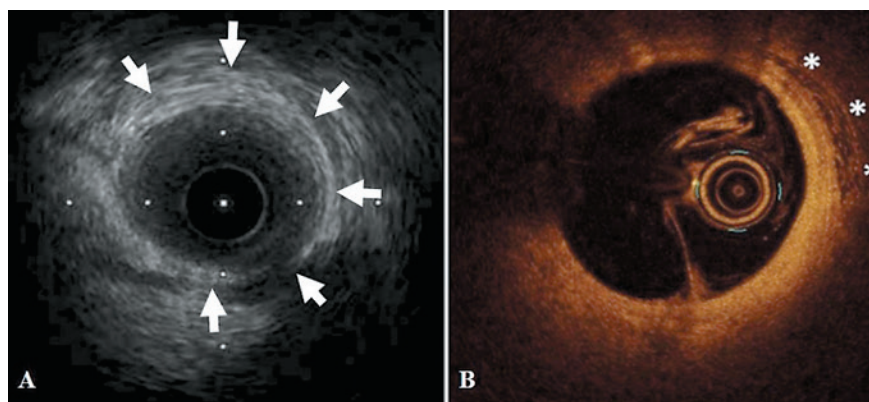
Внутрисосудистое УЗИ (А) и оптическая когерентная томография (В) при миокардиальном «мостике». Феномен «полумесяца» (*half-moon phenomenon*) указан стрелками [7]
